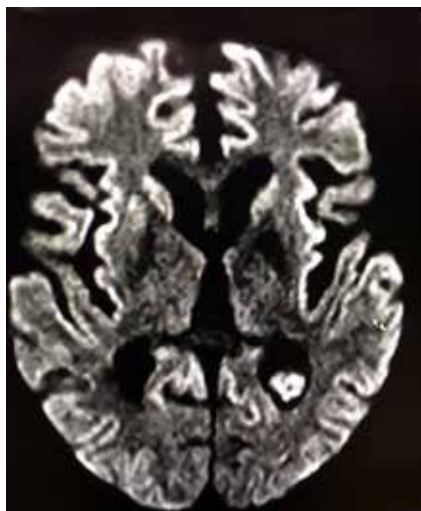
RM en la admisión. (A y B) La secuencia FLAIR muestra hiperintensidades en la cabeza de ambos núcleos caudados, a nivel de las cortezas insulares y en la superficie medial y lateral de la corteza frontal. (B) Se observa además la secuela de un infarto lacunar en la rodilla de la cápsula interna izquierda.
